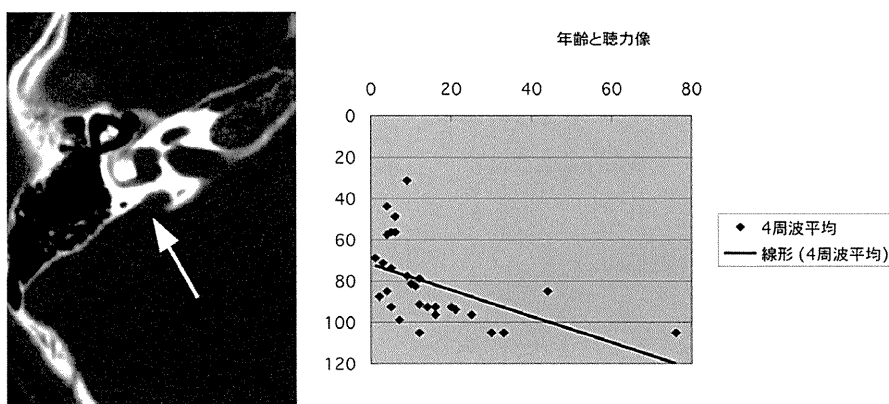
SLC26A4* 遺伝子変異による難聴患者のCT所見と難聴の進行度 (Suzuki et al., 2007)<sup>12)</sup>
